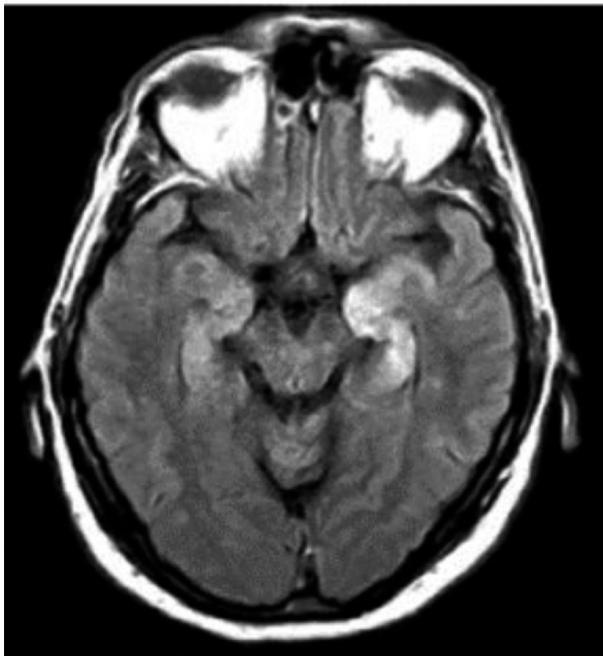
RMN de cerebro en secuencia FLAIR: muestra hiperintensidad de ambos lóbulos temporales en forma asimétrica, mayor a la izquierda. Tomado de Soler B y cols. ¹⁰.
